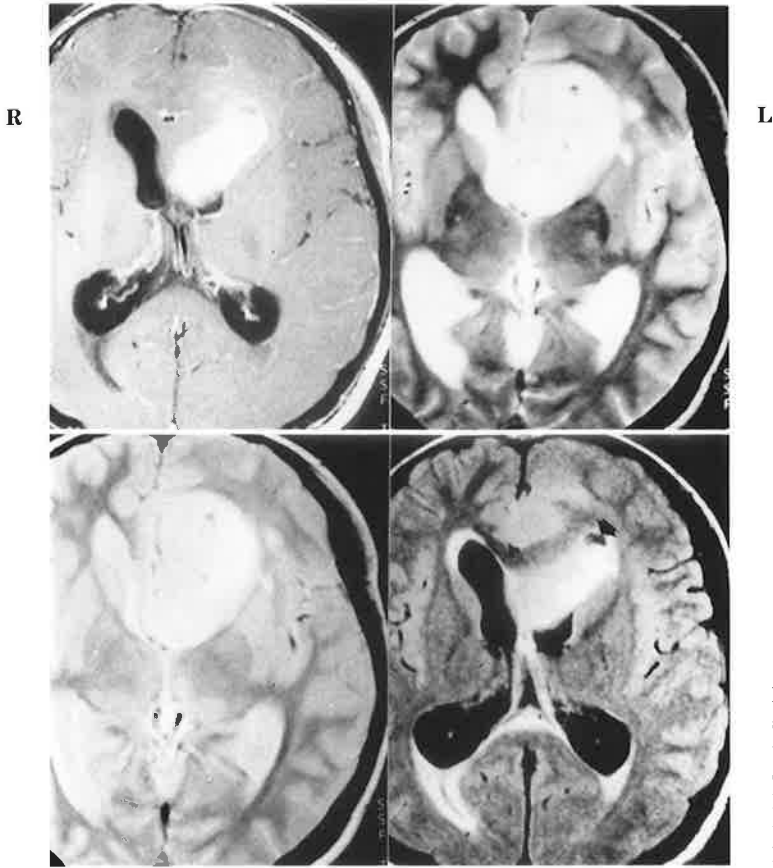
Case 4. upper left: T1 weighted image with contrast medium, upper right: T2 weighted image, lower left: Proton weighted image, lower right: FLAIR image. FLAIR image demonstrates that a glioblastoma multiforme consists in the anterior horn of the left lateral ventricle (arrow).
